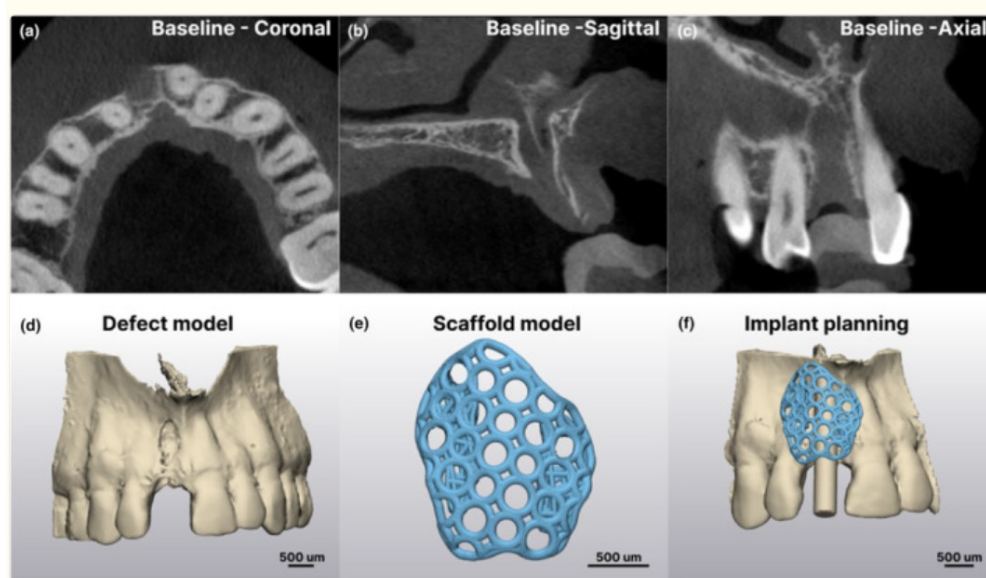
immagine CBCT del difetto osseo(a-c) e scaffold per la rigenerazione ossea (d-f)⁵²
